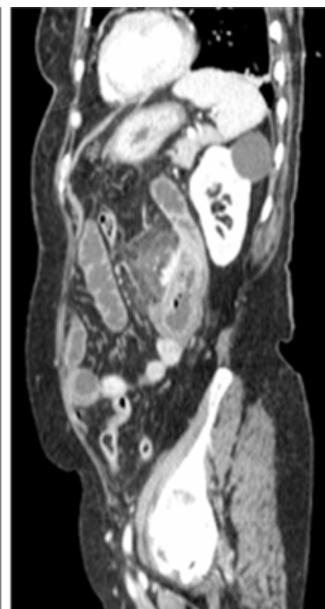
Imagem de TAC (corte coronal)
